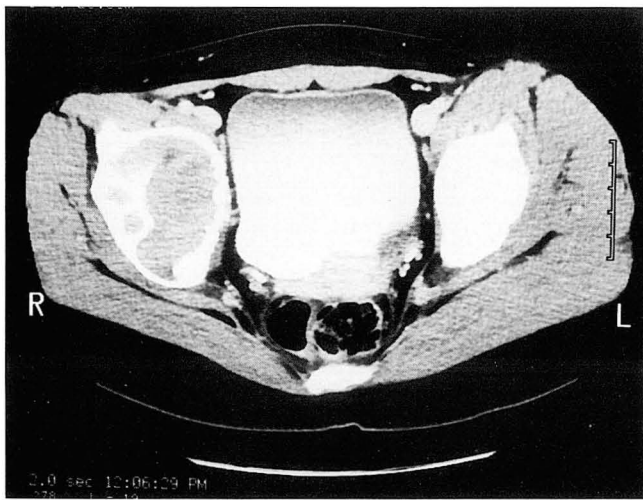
CT scan demonstrates a well-defined soft tissue mass lesion in the right ilium which shows similar density to that of the adjacent muscles. The mass contains inner small irregular low density and thin septae.
